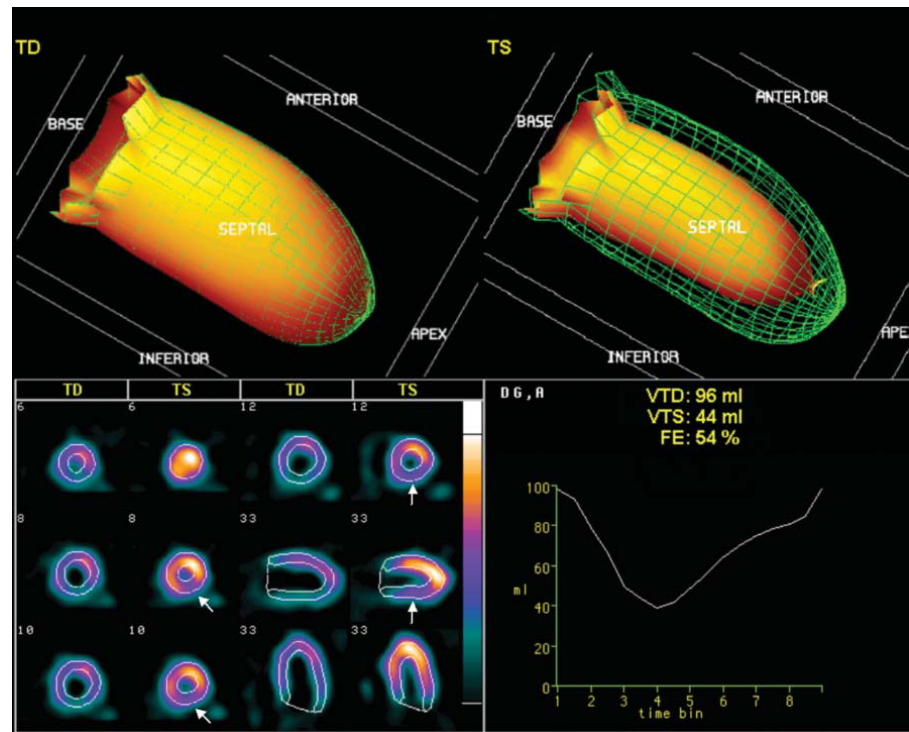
Gated-SPECT* correspondiente al paciente de la figura 1. La fracción de eyección (FE), los volúmenes telediastólico (VTD) y telesistólico (VTS) y la contractilidad global son normales, aunque se aprecia una ligera disminución del engrosamiento en la región inferolateral (flechas).
